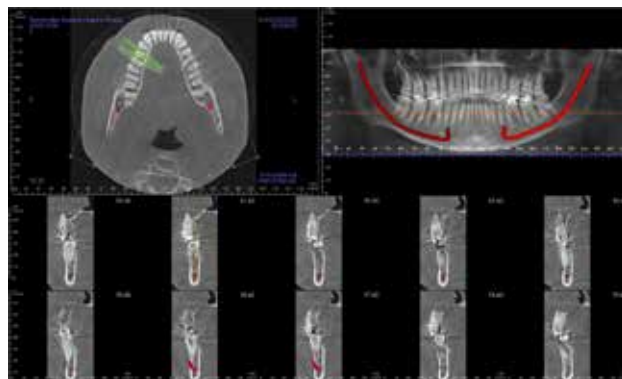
Radiografía Panorámica y Tomografía Axial Computarizada (TAC).
